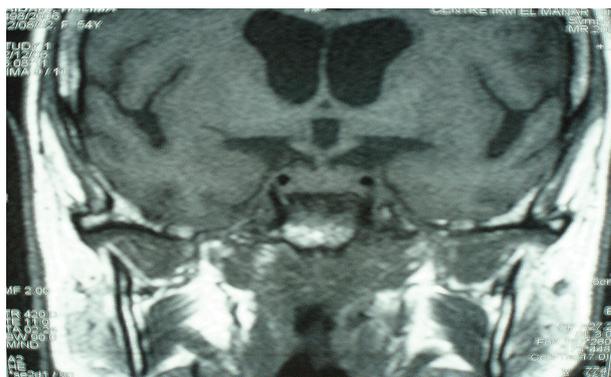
IRM cérébrale. Coupe coronale en séquence pondérée T1; augmentation du volume hypophysaire et discret épaississement de la tige pituitaire
